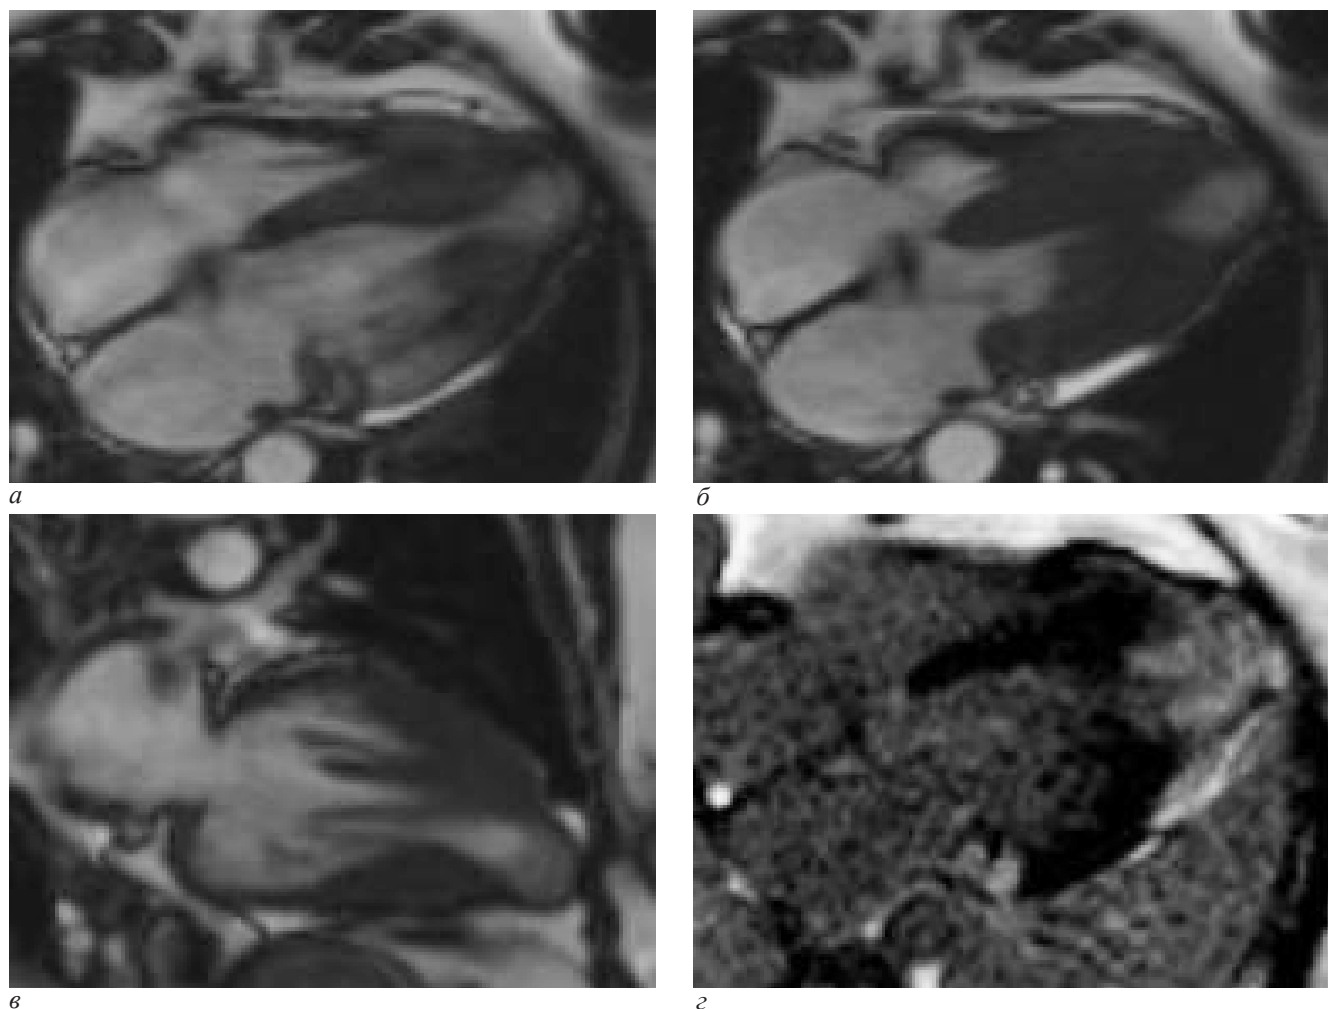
МР-томограммы пациентки Б., 67 лет, со смешанной формой АпКМП в 4-камерной (а, б, с) и в 2-камерной (д) проекциях: а – кино-МРТ (в диастолу); б – кино-МРТ (в систолу); в – кино-МРТ (в диастолу); д – постконтрастная МР-томограмма в режиме IR GRE: на верхушке левого желудочка определяется аневризма. Тромботических масс в полости аневризмы не выявлено. Визуализируется секвестрация полости левого желудочка в систолу. После контрастного усиления отмечается патологическое диффузное накопление контрастного вещества в верхушечных сегментах левого желудочка в области аневризмы за счет кардиосклероза
